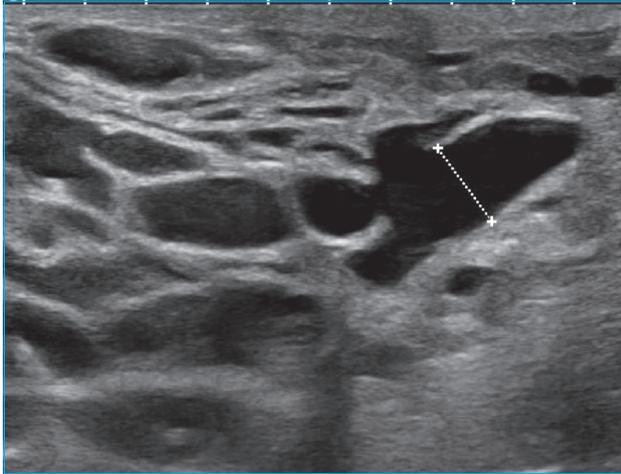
Quatorze ans. Syndrome inflammatoire à l'union des quadrants externes droits, ayant disparu sous traitement médical. Échographie : dilatations galactophoriques atteignant 7 mm de calibre.
